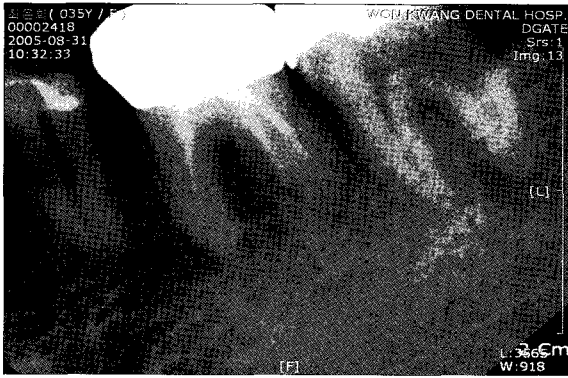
Periapical view of pretreatment.
